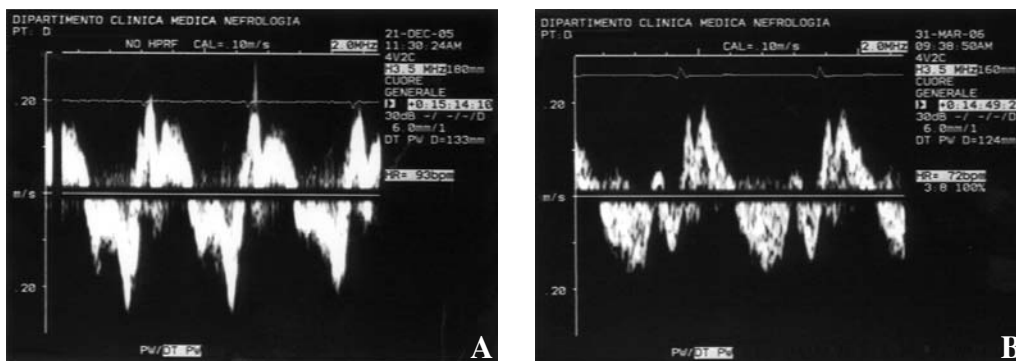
Pattern Doppler tissutale ricavato sull'anulus mitralico laterale in un caso di miopericardite in corso di lupus eritematoso sistemico. A: esordio; si noti il pattern da marcata disfunzione diastolica. B: follow-up; regressione della disfunzione diastolica e incremento della velocità di picco dell'onda S.
